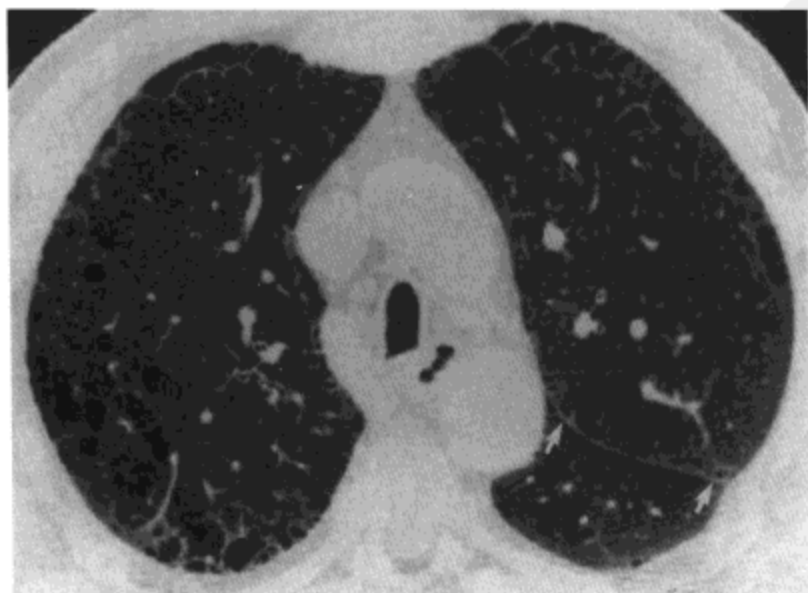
间隔旁肺气肿：高分辨率CT表现。高分辨率CT影像示低密度区，主要位于胸膜下区（包括左侧叶间裂的胸膜（箭号）。病人为一71岁的男性。
